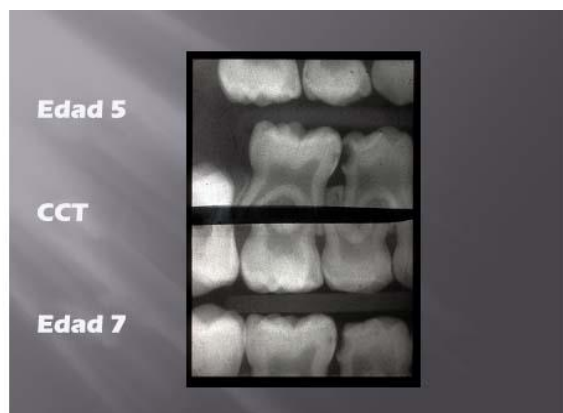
Radiografías antes de CCT a los 5 años y después de CCT a los 7.
